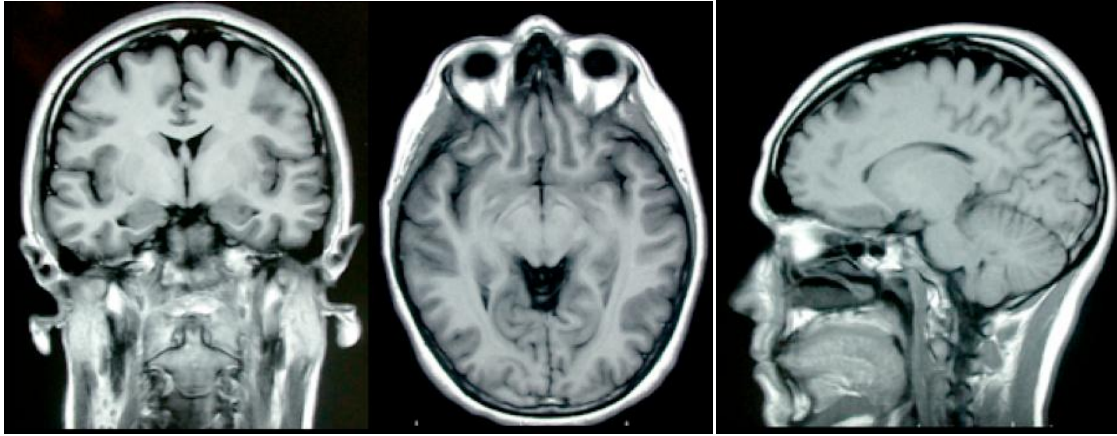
Secciones ortogonales de RM T1 coronal (izquierda), axial (medio) y sagital (derecha).
